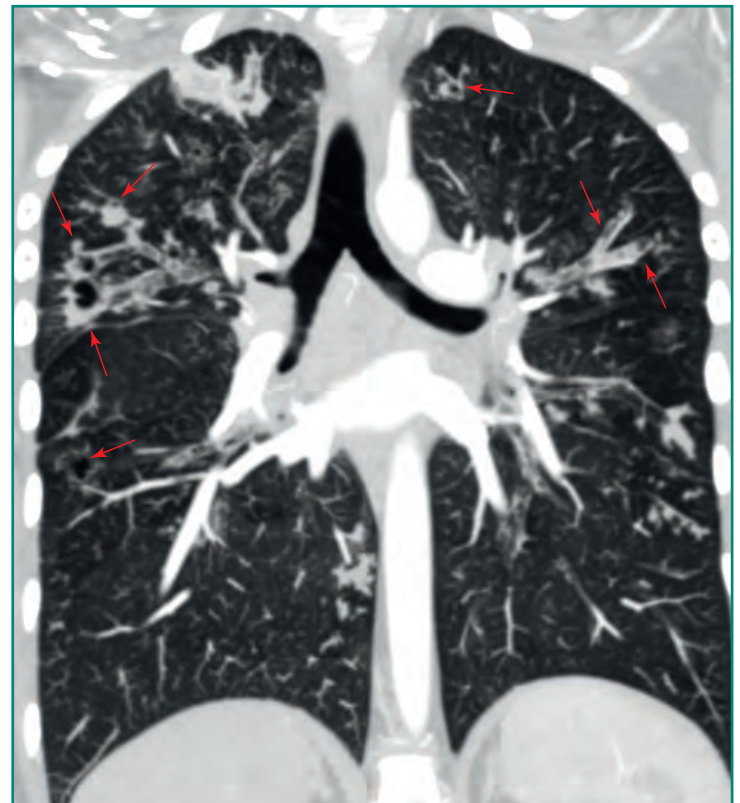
Fibrosis quística. Varón de 16 años de edad con diagnóstico conocido de fibrosis quística. Angio-TC torácica de urgencia por hemoptisis. Se observan múltiples bronquiectasias (*flechas*) tanto cilíndricas como varicosas o saculares, de predominio en lóbulos superiores (característico de esta enfermedad). Hay también engrosamiento pronunciado de la trama broncovascular perihiliar y de las vías aéreas centrales.
